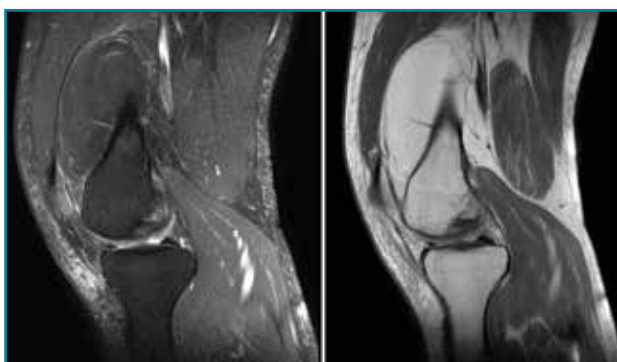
Corte de secuencia T2 Fat-Sat de resonancia magnética de rodilla: masa con intensidad de señal de grasa por gran lipoma localizado en la parte alta de la bursa suprapatelar.
